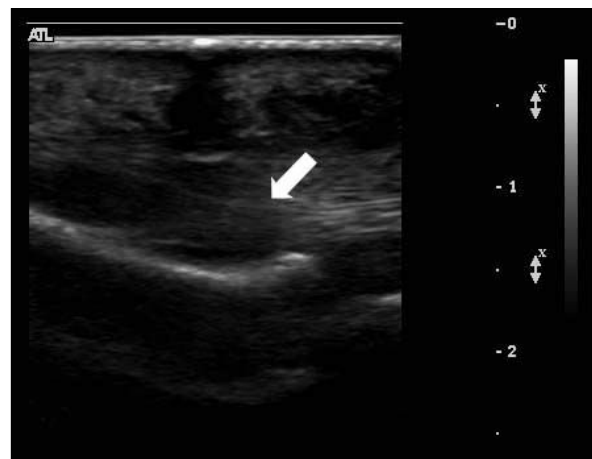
Ultrasonographic finding. Longitudinal scan shows injured flexor digitorum superficialis tendon has swelling (solid arrow) and hypoechoic surrounding area. A swollen portion of tendon appear heterogenous echoic mass like lesion and fibrillar architecture between hyperechoic synovial membrane.
